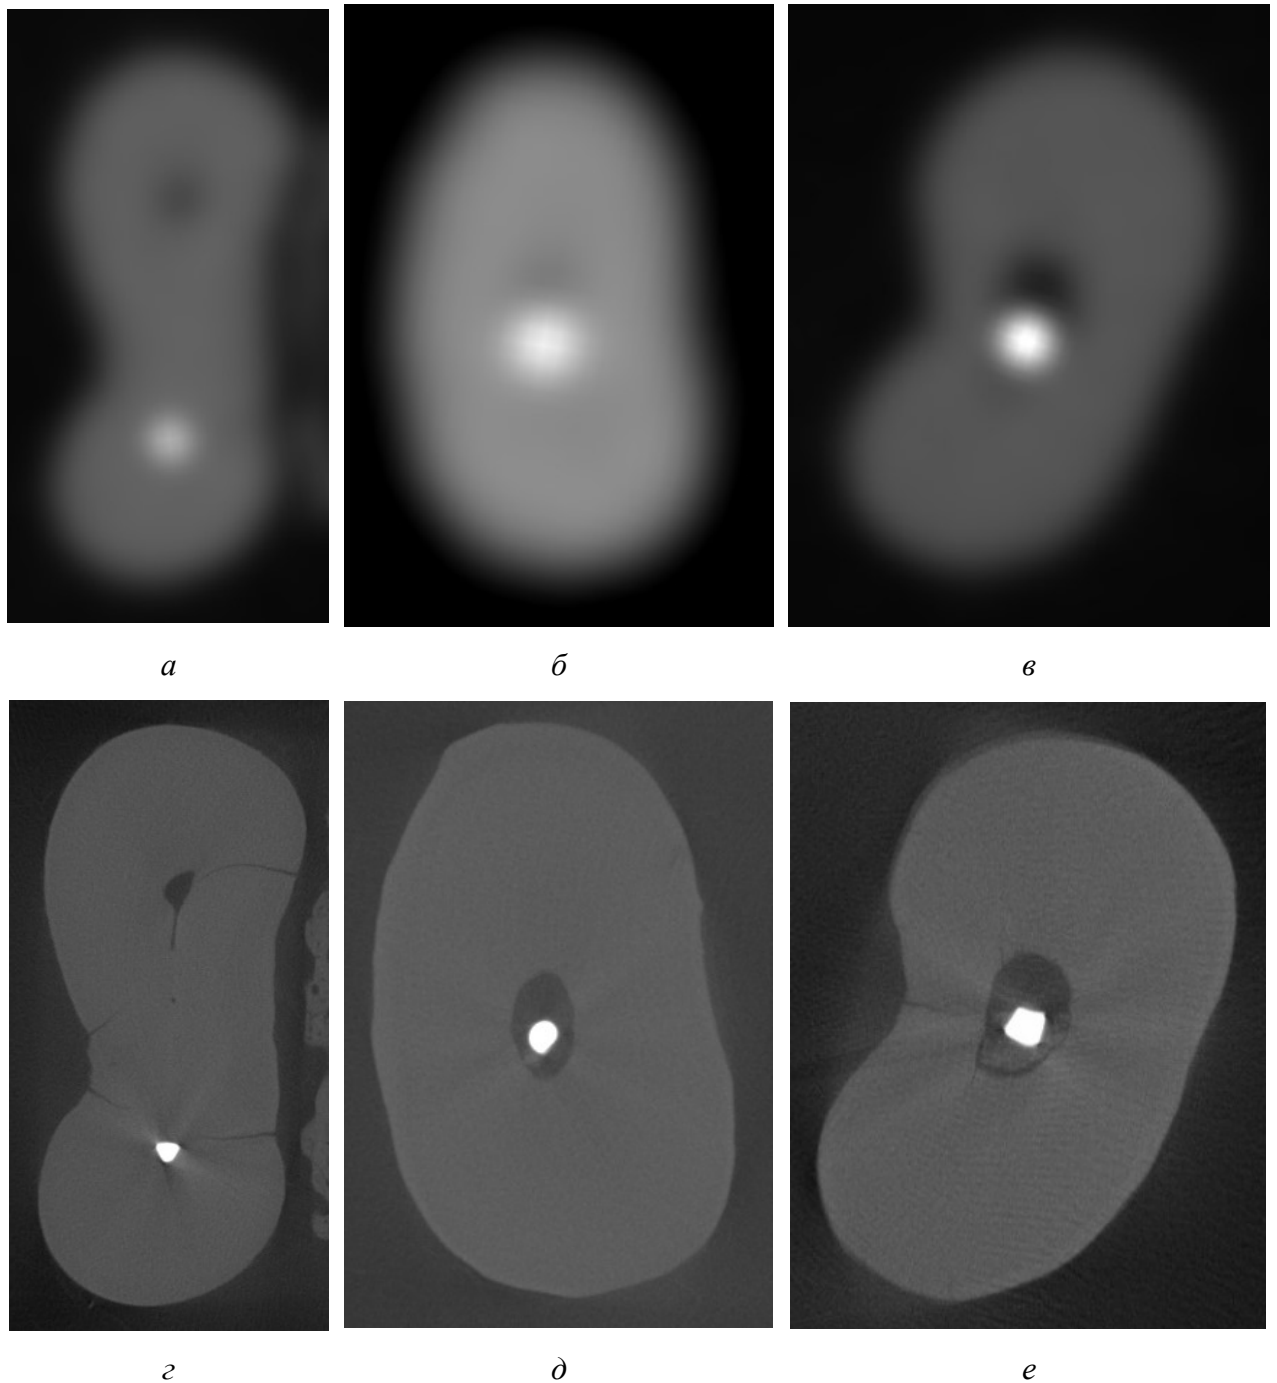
Изображения средней части корней зубов с обломками металлических инструментов в корневом канале, в аксиальной плоскости: *a – в* – КЛК-томограммы. Контуры металлических фрагментов нечеткие, имеют округлую форму в поперечном сечении; *г – е* – микроКЛК-томограммы. Контуры металлических фрагментов четкие, формы в поперечном сечении треугольная (*г*), округлая (*д*) и четырехугольная (*е*). На фоне артефактов фрагменты дентина по соседству с поверхностью инструментов в полости каналов (*д, е*), линии переломов в дентине за пределами каналов (*г, е*)
